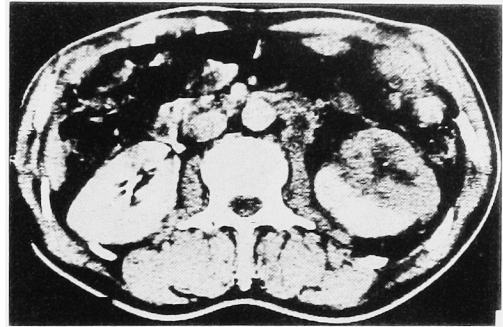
CT shows, besides hilar nodal enlargement, widened renal parenchyma and the involved parenchymal segment, which is replaced by tumor mass with inhomogeneous density and minimal enhancement (Case 1).
